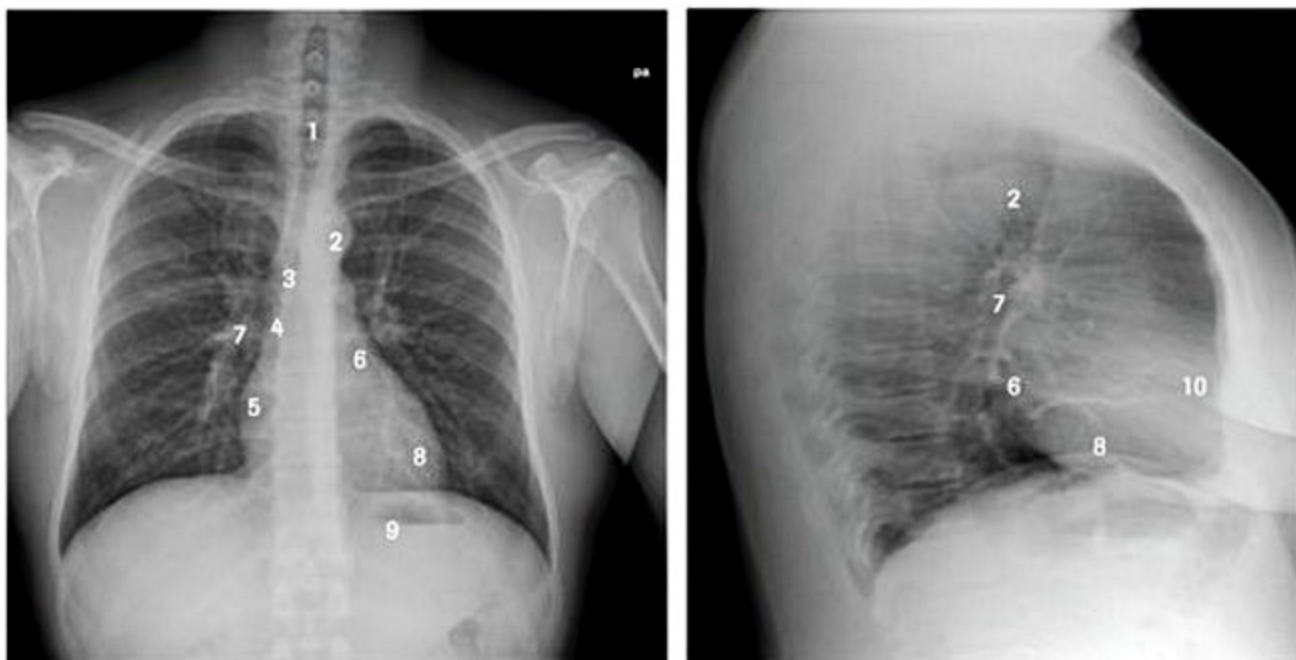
Principais estruturas anatômicas caracterizadas na radiografia de tórax em incidência PA (A) e perfil (B). 1: traqueia; 2: arco aórtico; 3: carina; 4: veia cava superior; 5: átrio direito; 6: átrio esquerdo; 7: artéria pulmonar direita; 8: ventrículo esquerdo; 9: bolha gástrica; 10: ventrículo direito.
